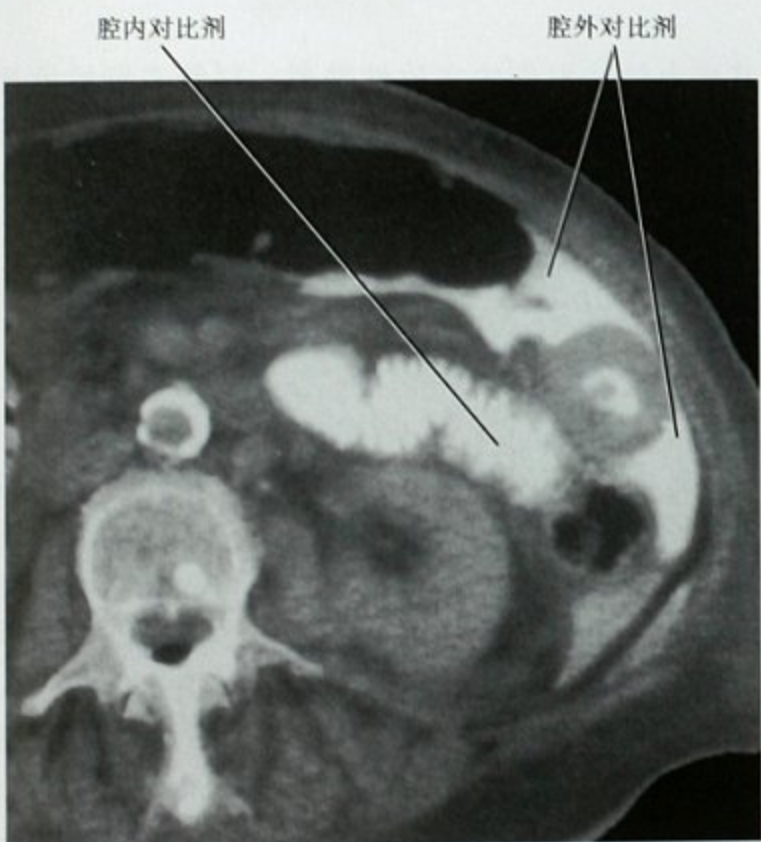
车祸所致腹部钝性暴力损伤患者,CT 显示小肠对比剂外漏。手术证实空肠穿孔
